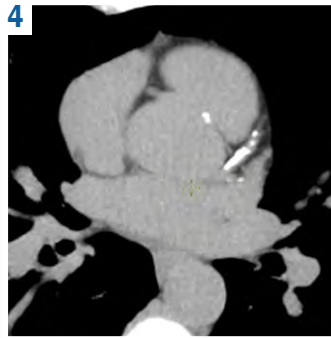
ЕКГ-синхронізоване неконтрастне визначення коронарного кальцинозу методом МСКТ. Аксиальний переріз. Виражений кальциноз передньої міжшлуночкової артерії на різних рівнях. КІ-472. Власне спостереження.
